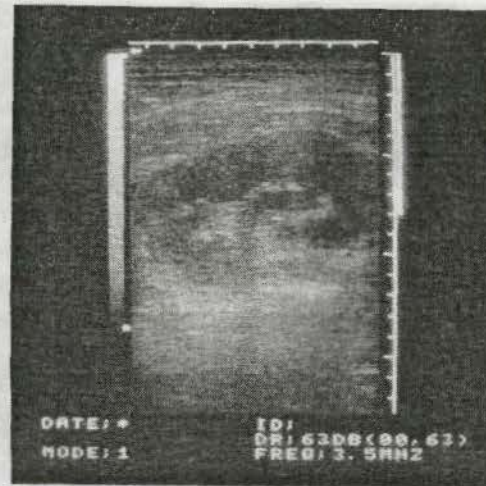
Sonografie. Ruptura rinichiului cu acumulare de lichid în spațiul retroperitoneal.
